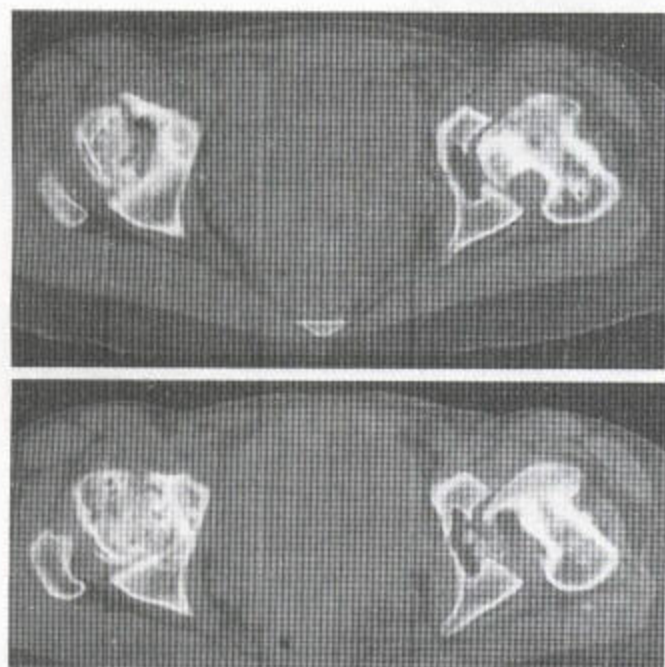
多发性骨骺发育不良 CT 扫描显示髌关节前倾并退变，其内还有游离体。
